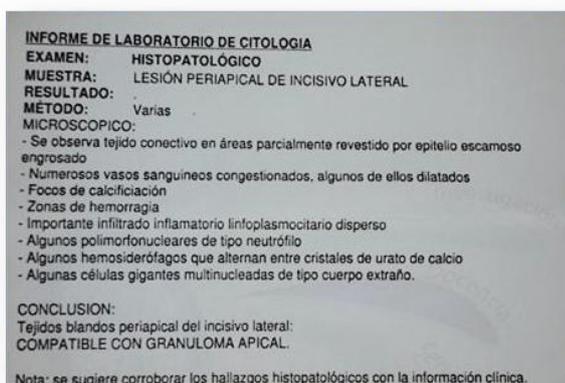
Examen histopatológico. Granuloma periapical.
